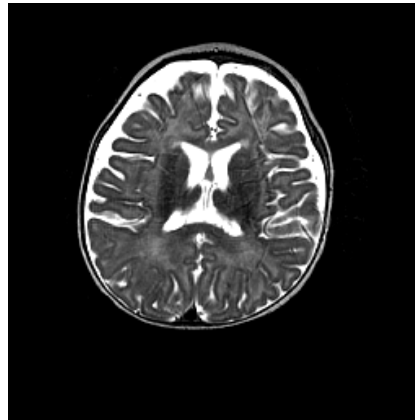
Корко-подкорковая субатрофия лобно-височных областей. Вторичная вентрикуломегалия. МРТ в T2 ВИ
